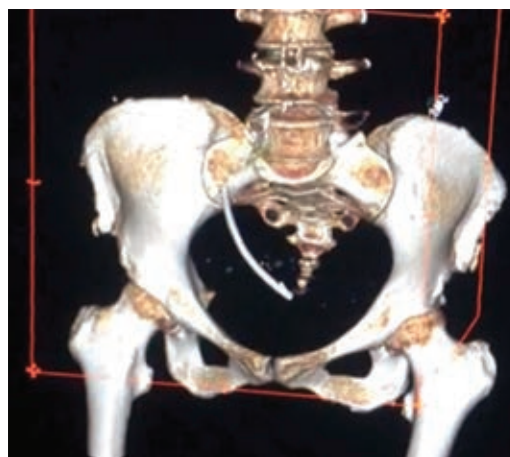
Reconstrucción tridimensional de una tomografía computarizada que muestra una opacidad tubular de alta densidad, a la izquierda de la línea media, compatible con una endoprótesis biliar a nivel del colon sigmoideas.
